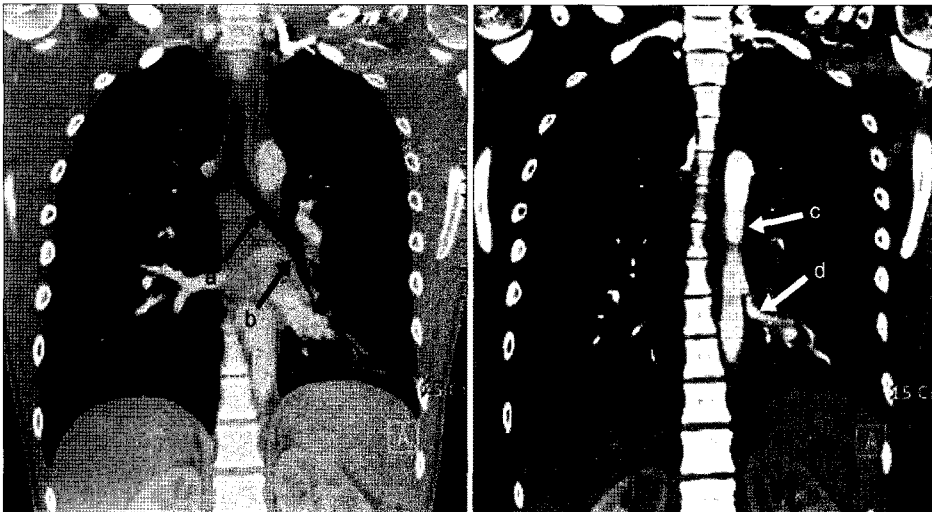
Preoperative chest CT; the anomalous systemic artery originating from the descending aorta supplied the basal segments of left lower lobe and the normal branching pattern of the left lower lobar bronchus was seen. a=Left main bronchus; b=Left lower lobar bronchus; c=Descending thoracic aorta; d=Anomalous systemic artery.
